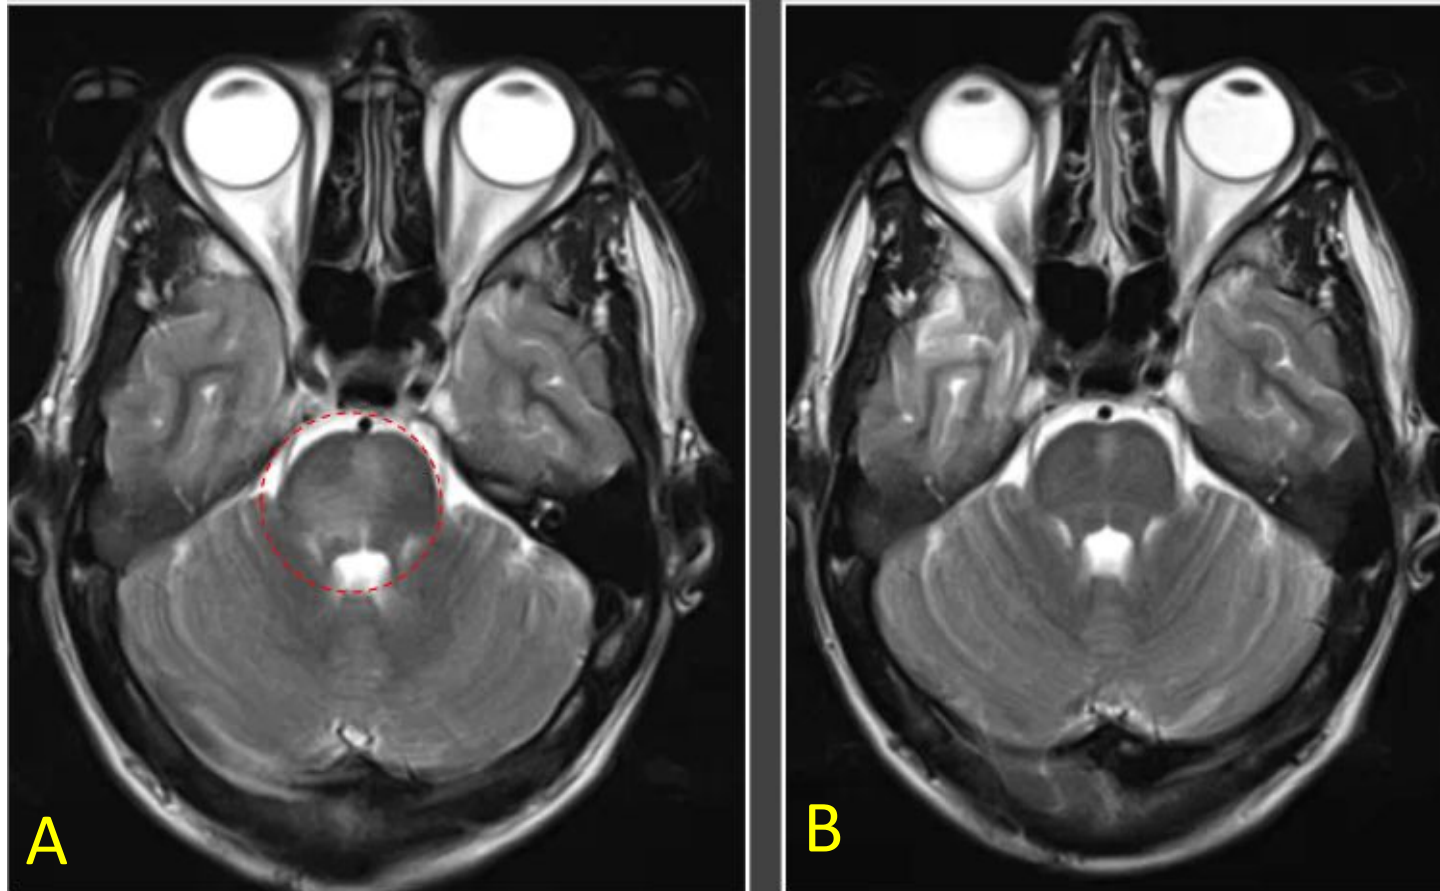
Mismo paciente. Evolución tras el tratamiento A) Lesiones hiperintensas en T2-FLAIR en el tronco encefálico antes del tratamiento (círculo rojo). B) Resolución casi completa de las lesiones tras el tratamiento.
